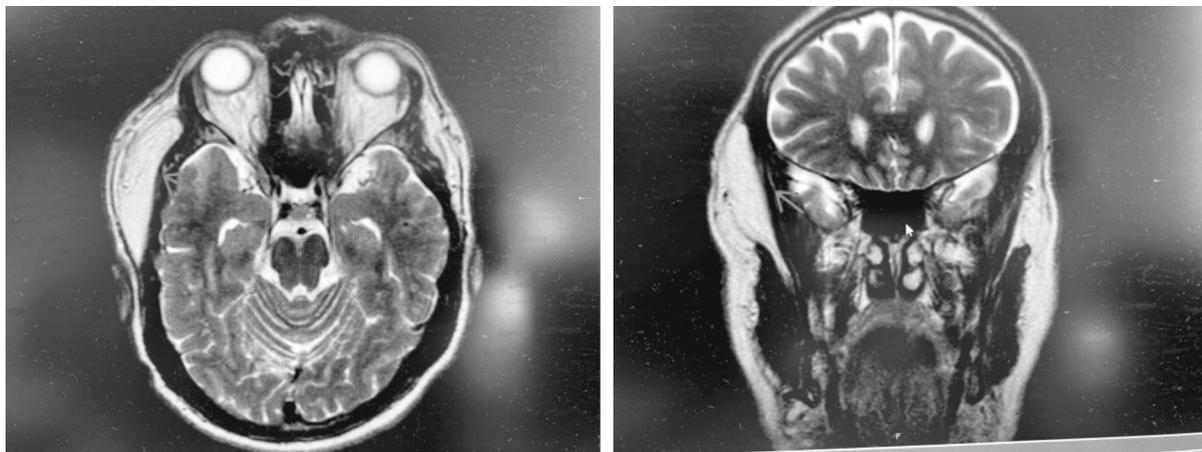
Пациент при поступлении на базу 11 ГКБ в отделение челюстно-лицевой хирургии челюстной области без особенностей. В правой височной области пальпируется безболезненное образование мягко эластичной консистенции, размером 6,0×7,0 см. По данным МРТ опухоль распространяется в мягкие ткани височной области (рис. 4). Диагноз: Липома мягких тканей височной области справа. Состояние после хирургического лечения в 2019 г. Продолжение роста опухоли. Для решения вопроса об объеме оперативного вмешательства, рекомендовано МРТ лицевого и основного черепа (рис. 5).
